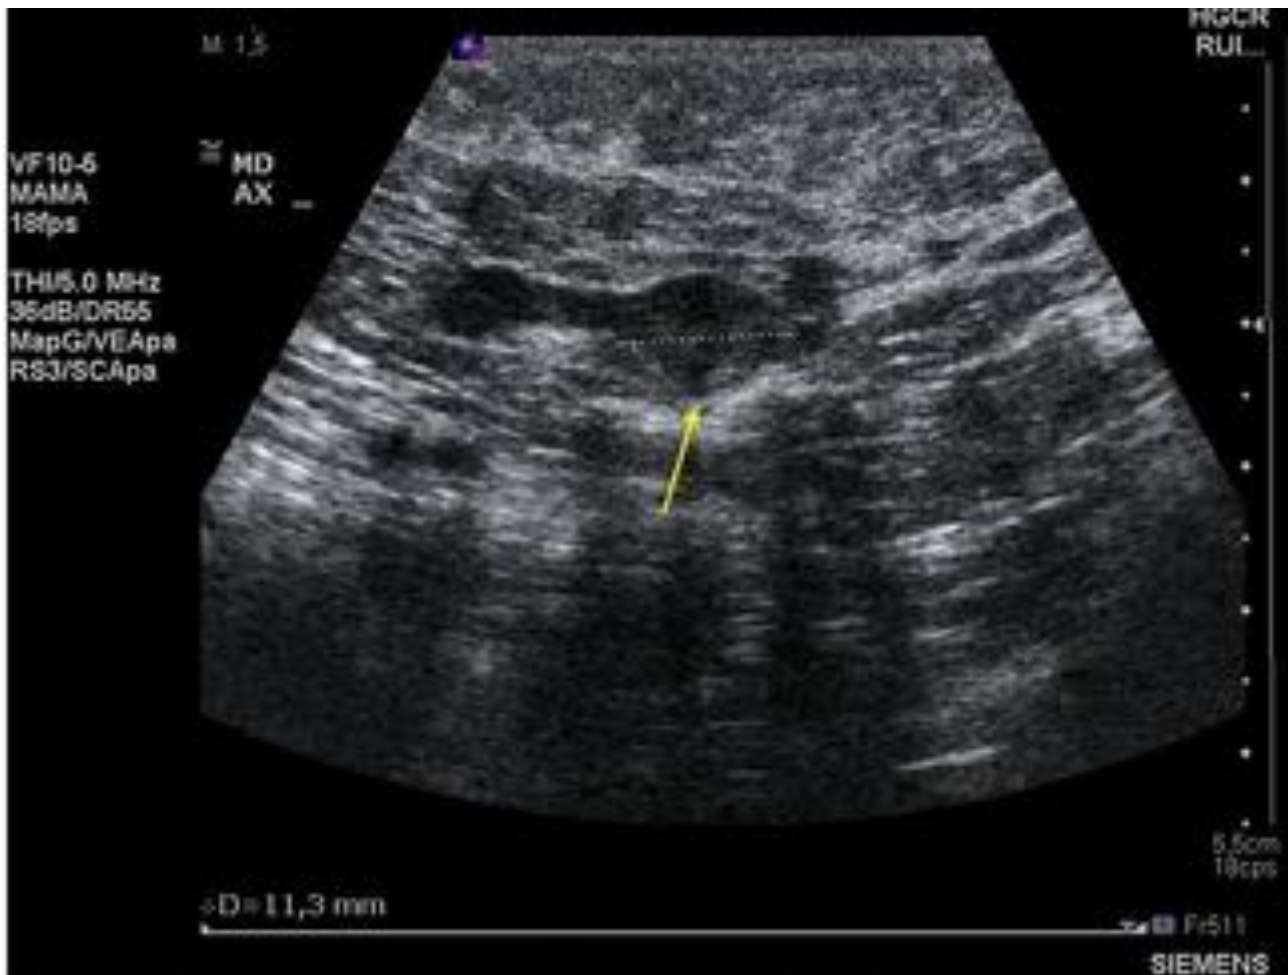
Ecografía axilar - Ganglio Bedi 4. Se identifica un ganglio con engrosamiento focal cortical (flecha).
